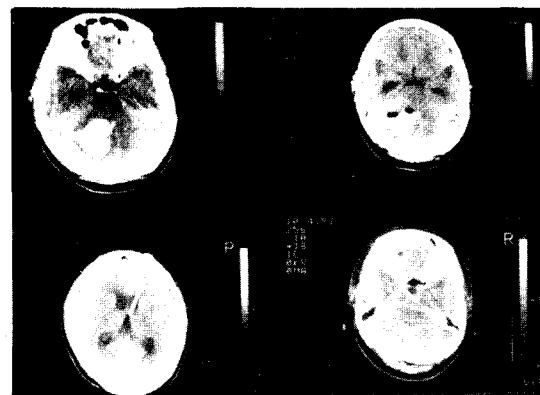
Pre & postoperative brain CT scan demonstrate spontaneous intracranial hematoma at thalamus extended to the lateral ventricle.
